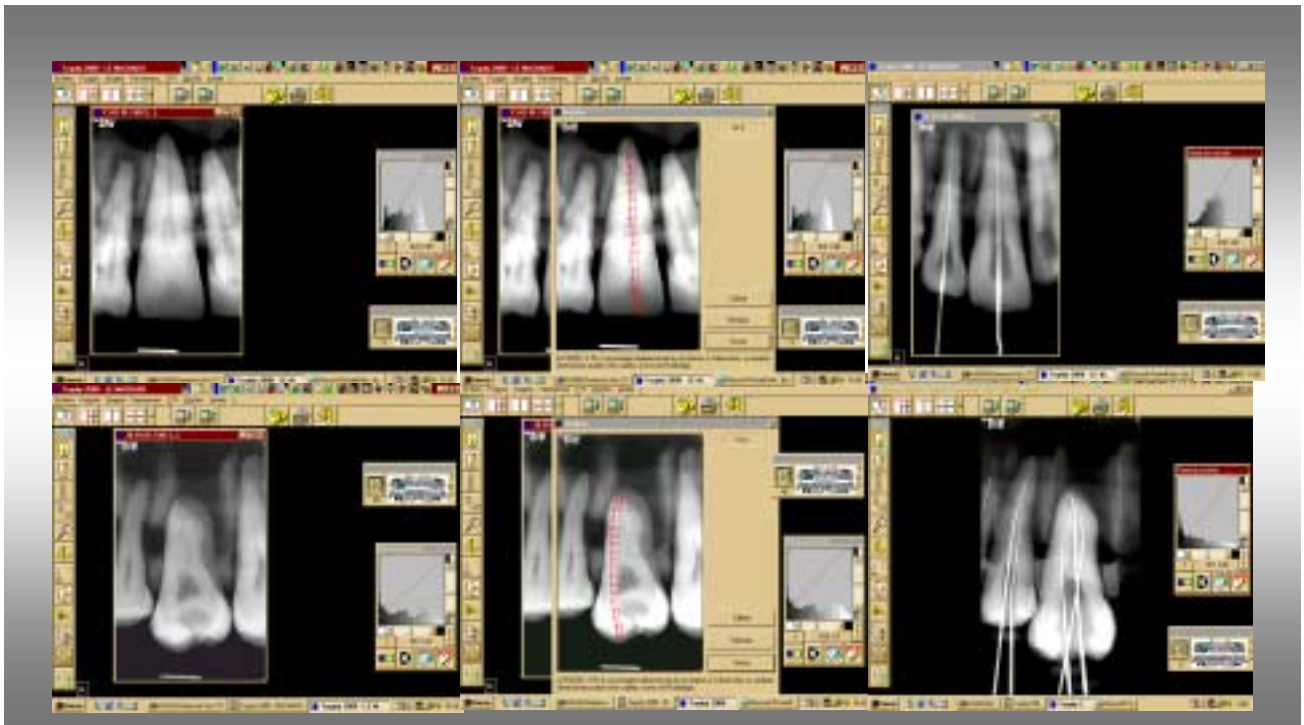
Radiografia Digital
